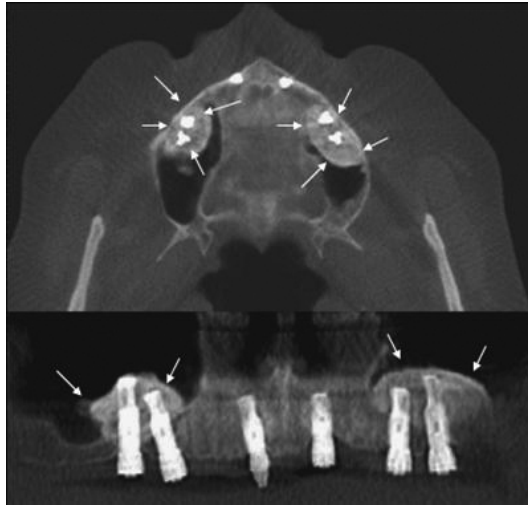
Рентгенограмма пациента основной группы через 12 месяцев после операции
